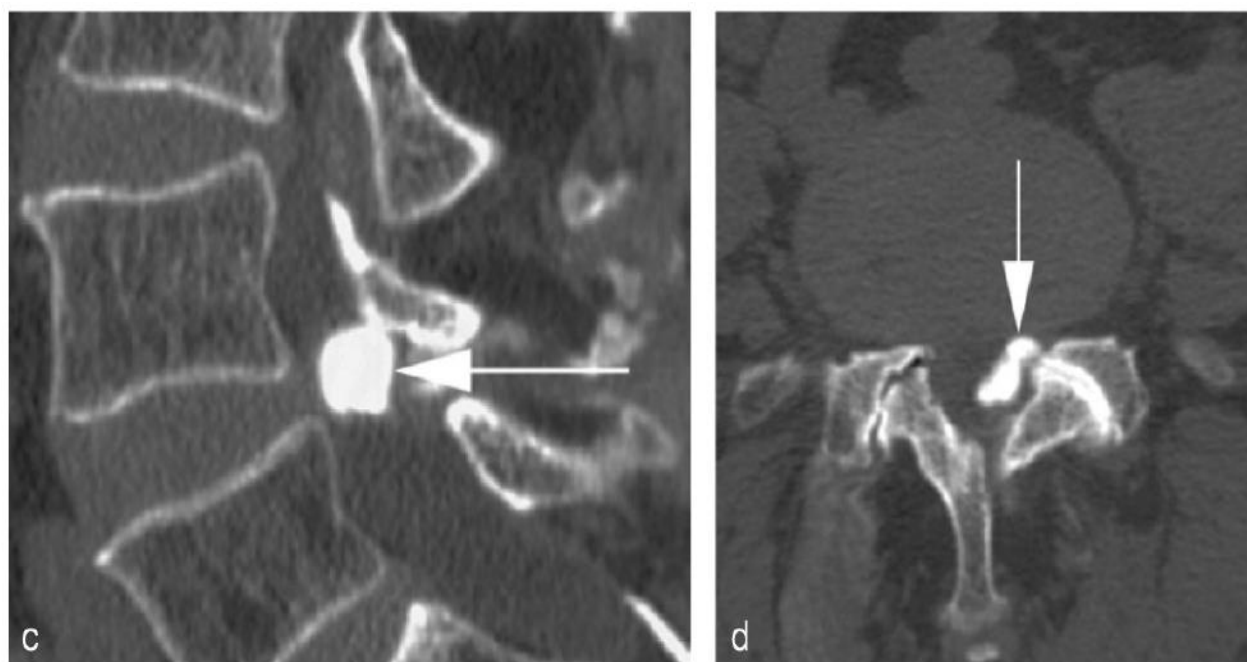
Complément TDM réalisé après arthrographie zygapophysaire L4-L5 gauche, (c) reconstruction sagittale et (d) image axiale montrant l'opacification de la formation kystique développée au départ de l'interligne zygapophysaire L4-L5 gauche (flèche en c et d), avec Remaniements dégénératifs des interlignes zygapophysaires : pincement, ostéophytose, sclérose et irrégularités osseuses sous-chondrales [81].
